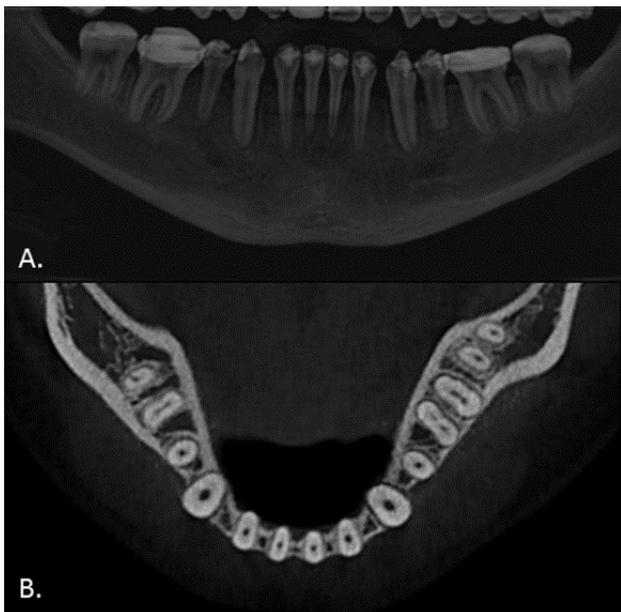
A) Radiografía panorámica inicial que muestra el nivel óseo interdental ubicado a nivel cervical. B) Imagen de un corte transversal inicial de la mandíbula a nivel del tercio medio de los dientes anteriores.
